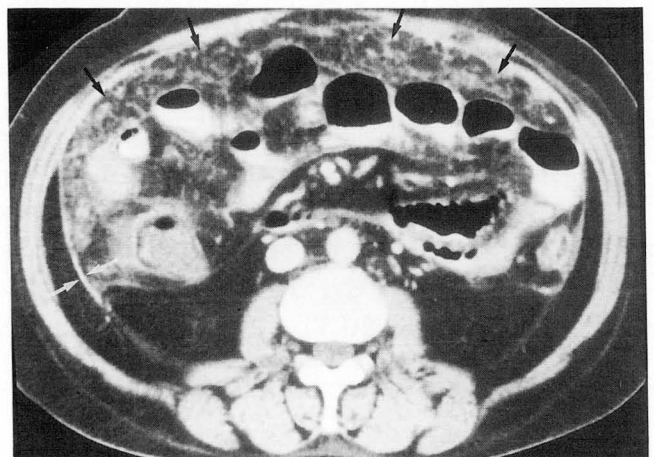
Contrast enhanced CT scan shows uneven but smooth peritoneal thickening with enhancement (white arrows) and reticulonodular increased opacities in the greater omentum(black arrows).
